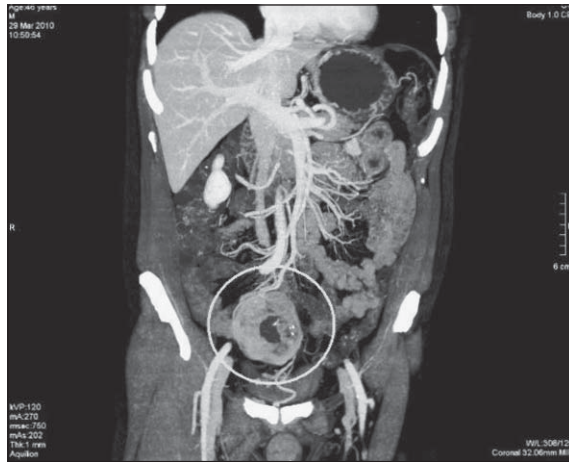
Vista coronal de la tomografía computarizada (TC) abdominal mostrando el íleon terminal donde se encontraba un tumor del estroma gastrointestinal (GIST) de paredes gruesas con un diámetro aproximado de 71 mm (círculo).
